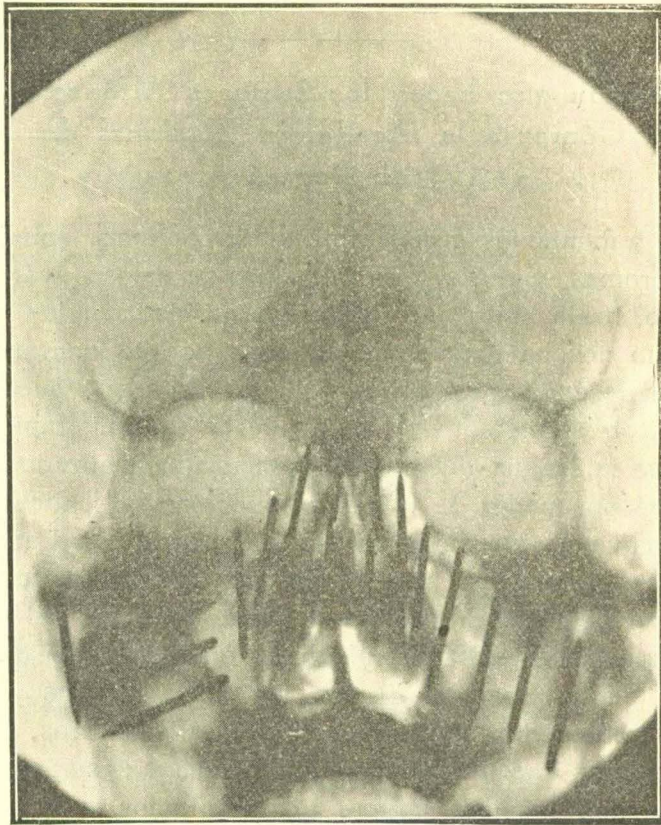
º 1.—Radiografía de la cara tomada en el curso de un tratamiento
